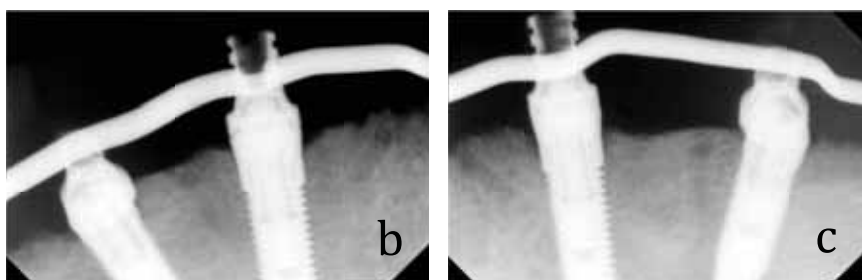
(a) Instalação da prótese definitiva; (b, c) Radiografias para verificação de assentamento total da prótese.
